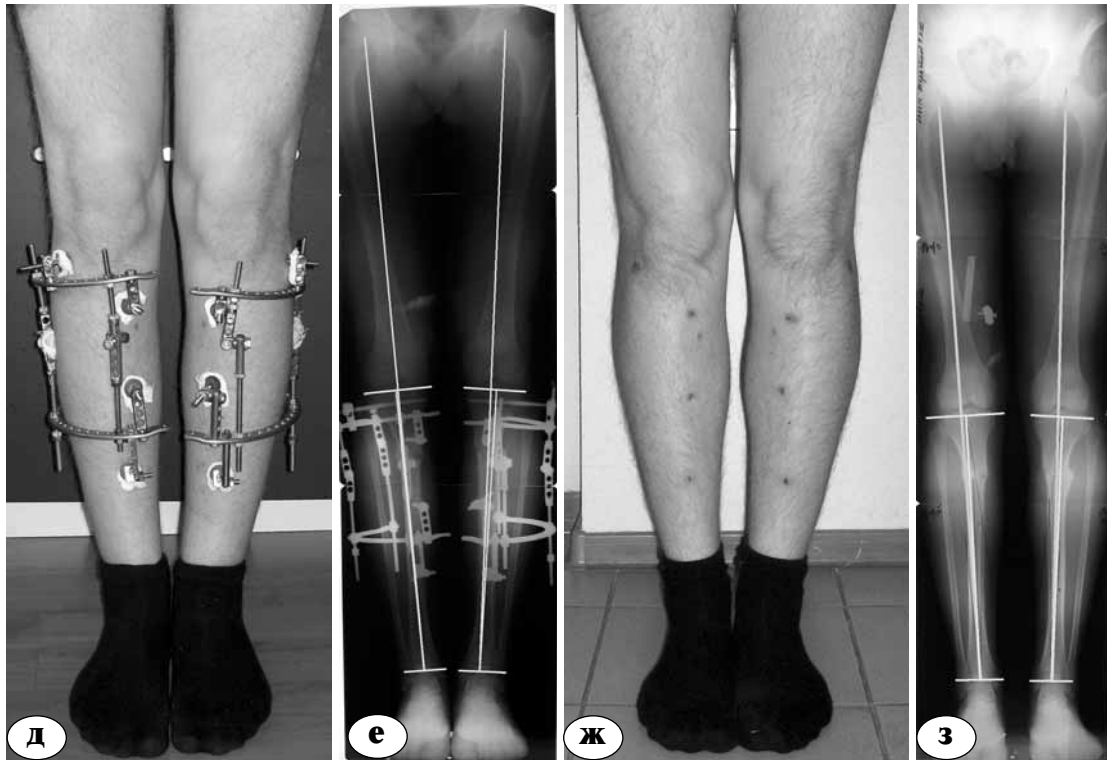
д-з. Фото и телерентгенограммы пациента Т:
